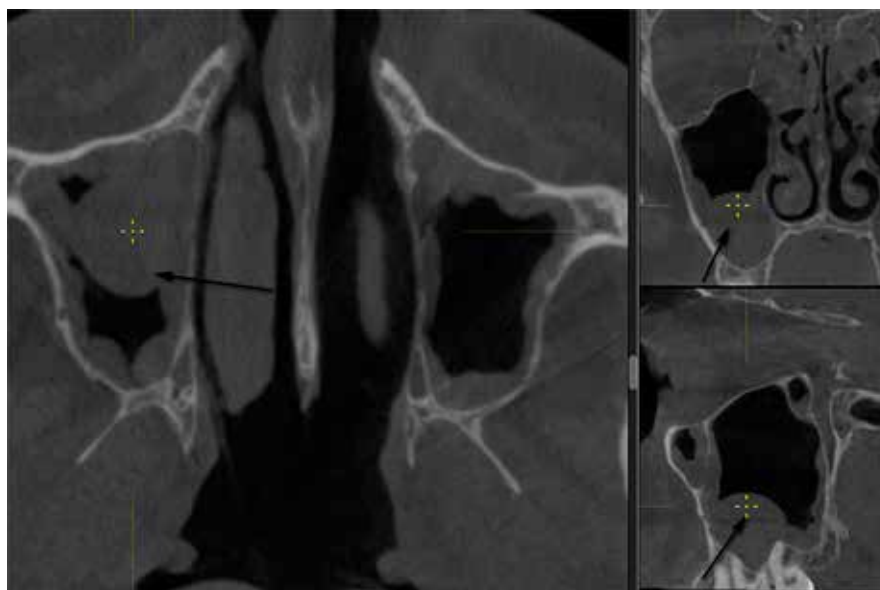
МСКТ. Диффузный отек слизистых оболочек ОНП. Шаровидное образование правой гайморовой пазухи – стрелки
